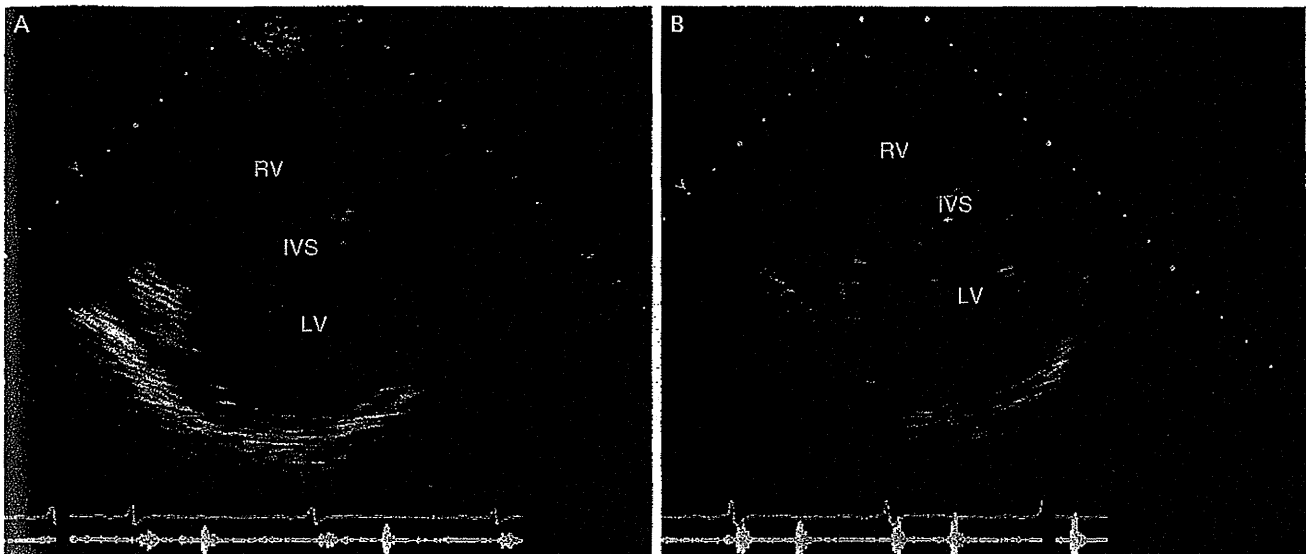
肺高血圧症患者の心エコー図(左室短軸像)
